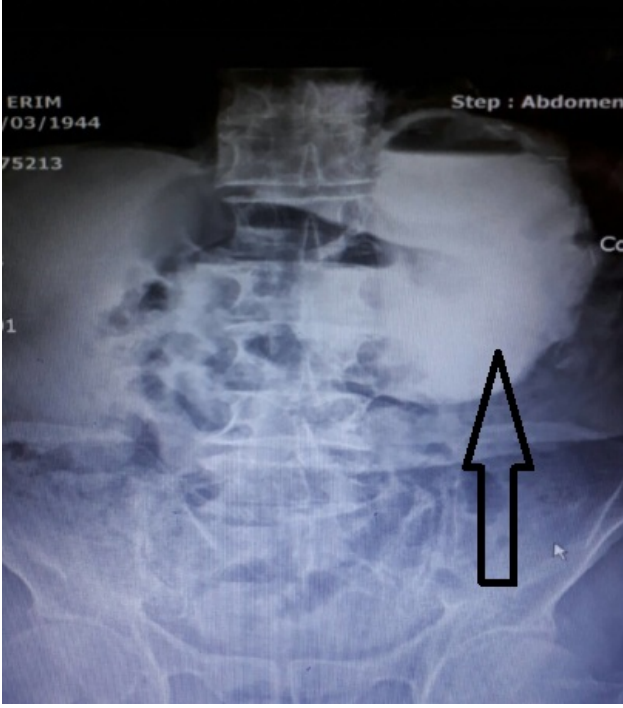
Preoperatif BT Görüntüleri
